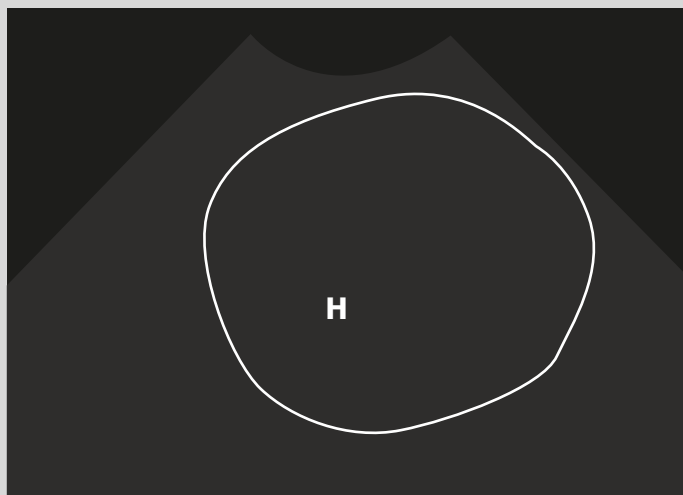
Imagen de RM axial la cual muestra la presencia de un hematoma extenso a nivel temporal izquierdo. Abajo; ultrasonografía intraoperatoria, de notar en la primera imagen ultrasonográfica es el efecto de masa importante que ocasiona el hematoma y no permite la visualización de las estructuras mesencefálicas a esa profundidad. La segunda imagen ultrasonográfica muestra la cavidad de resección y la visualización de las cisternas pontinas y estructuras mesencefálicas.
